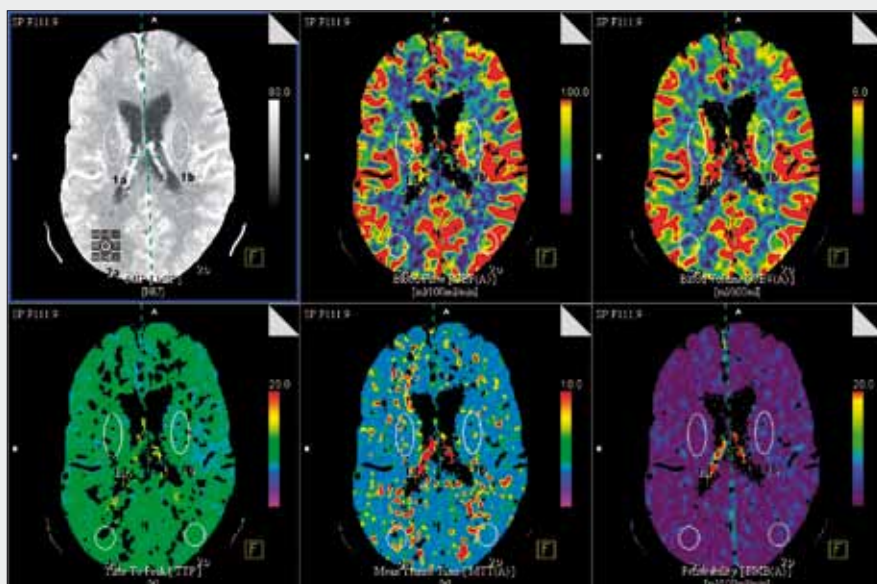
Spontánní disekce s okluzí pravé vnitřní krkavice na krku se zachovanou cerebrovaskulární rezervou. A, B – CT angiografie; C – klidová perfuze; D – perfuze s podání acetazolamidu
